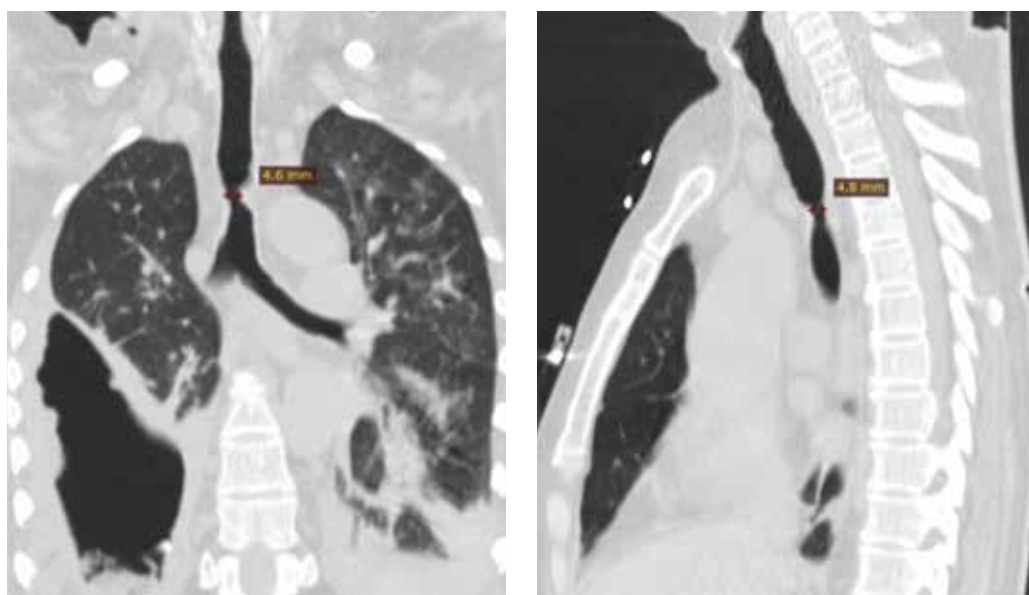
Данные МСКТ: концентрическое сужение просвета трахеи
